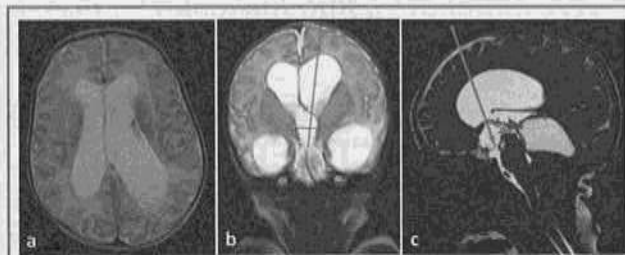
Данные МРТ головного мозга ребенка в возрасте 1 мес. до проведения оперативного вмешательства (собственное наблюдение).
